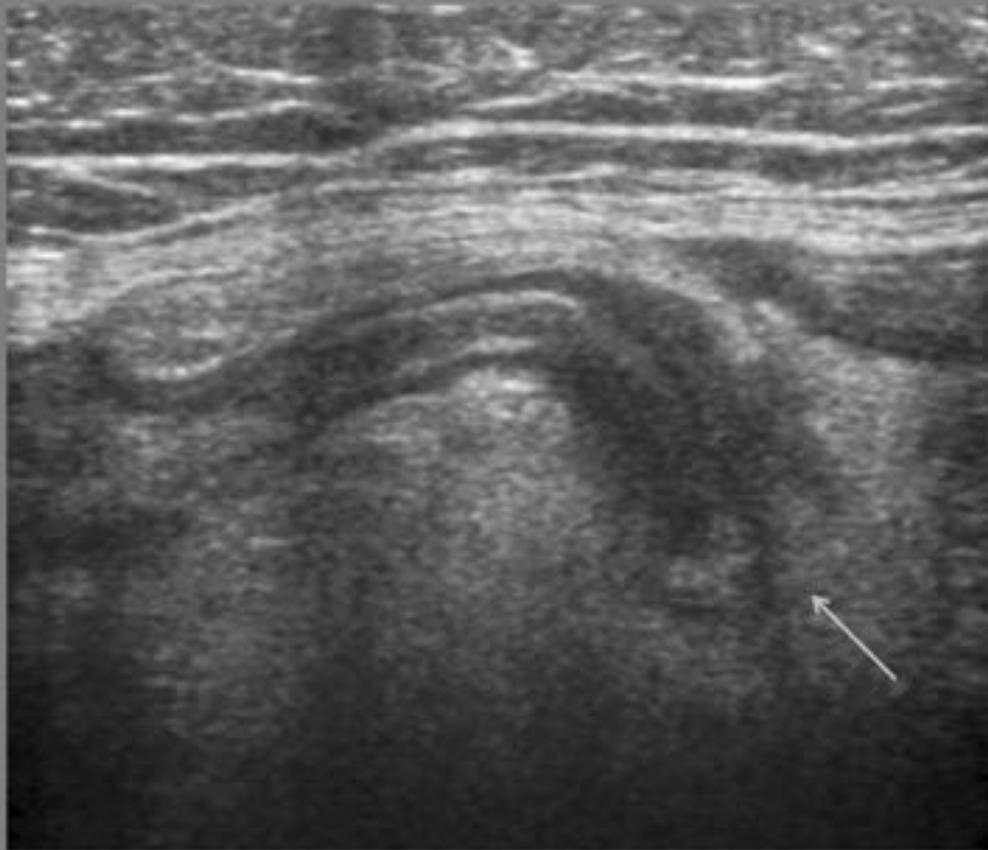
Fig 39. Ecografía en gestante de 28 semanas con dolor en flanco derecho. Se visualiza el apéndice con pérdida de la estructura tricapa en la punta (flecha) e hiperecogenicidad y tumefacción de la grasa adyacente en relación con apendicitis de la punta.
